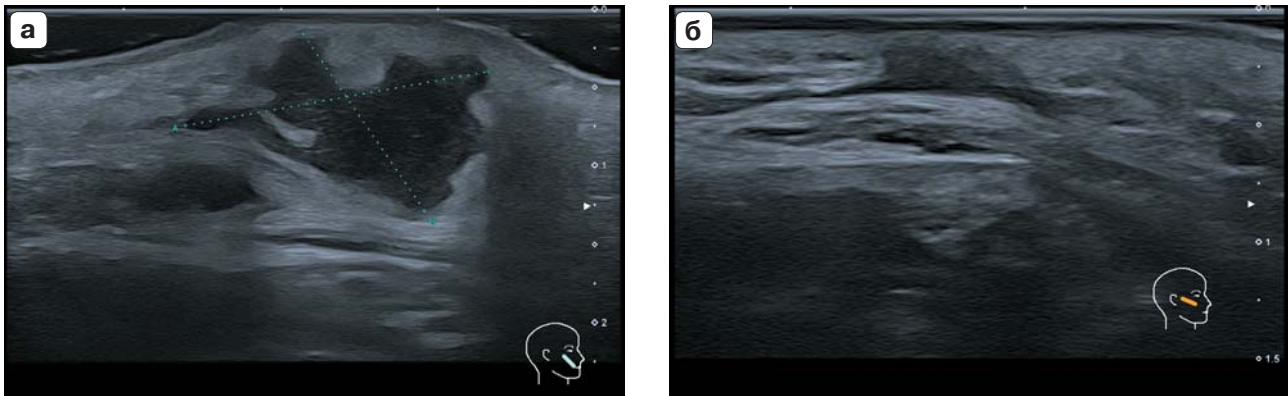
УЗИ мягких тканей лица правой скуловой области в В-режиме. а – ультразвуковая картина до лечения. Маркерами отмечена гипозоногенная полость с четкими неровными контурами, неоднородным (гнойным?) содержимым за счет наличия эхогенных включений; б – после лечения визуализируется зона пониженной эхогенности с нечеткими ровными контурами, неоднородной эхоструктуры, с нарушением целостности эпидермиса и дермы (эхопризнаки формирования фиброзных изменений с проекции хирургического доступа).
